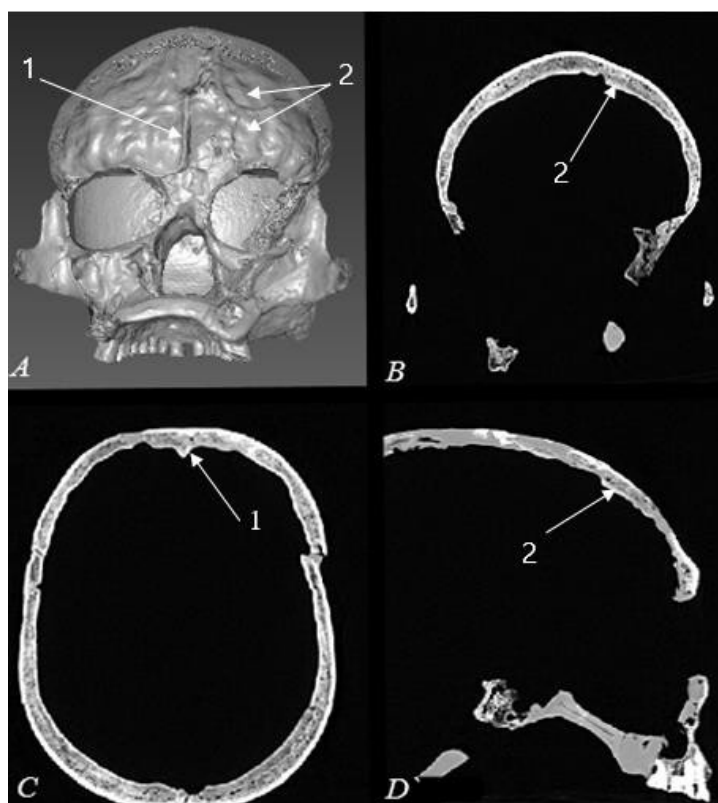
Компьютерная томография черепа из серии Неаполь-Скифский, (№10779, мужчина, Senilis). А. 3D модель черепа (срез во фронтальной плоскости). В. 2D срез изображения во фронтальной плоскости. С. 2D срез изображения в аксиальной (горизонтальной) плоскости. Д. 2D срез изображения в сагиттальной плоскости. Стрелками указаны сагиттальный синус (цифра 1) и возможные дефекты – неравномерные наросты (цифра 2)
